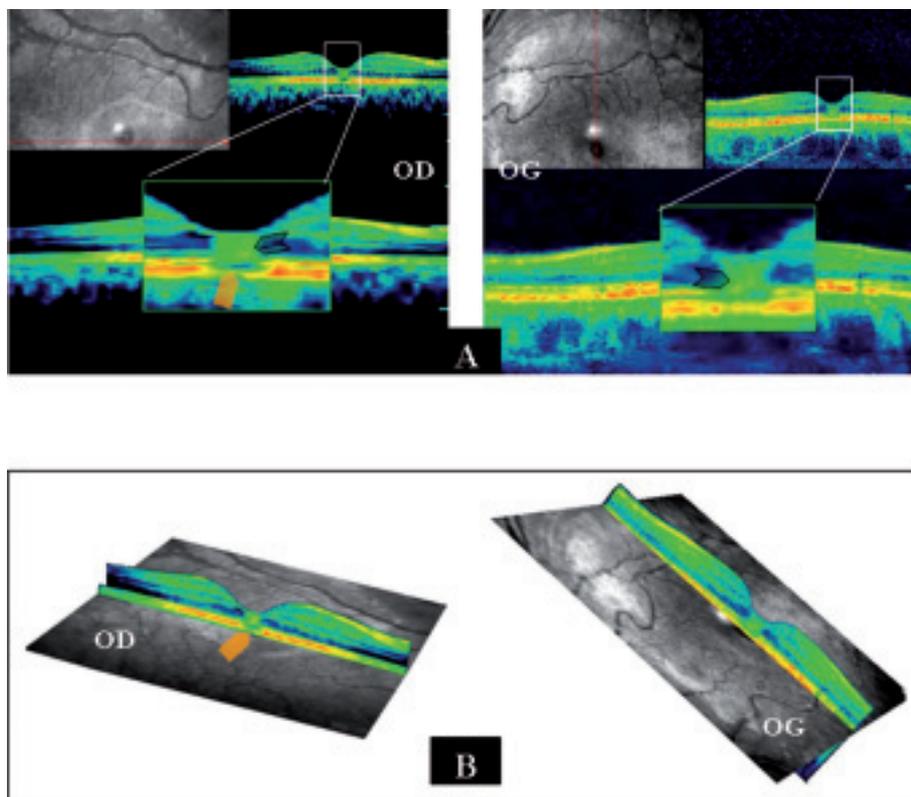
Aspect tomographique initial à J7 post exposition:
